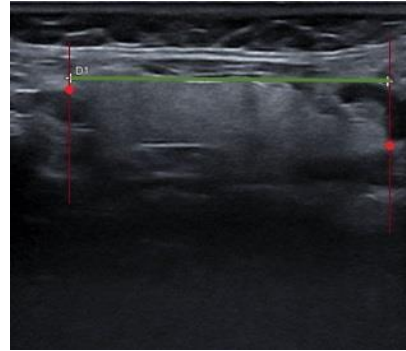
USG görüntüsü üzerinde bezin APB boyutu
